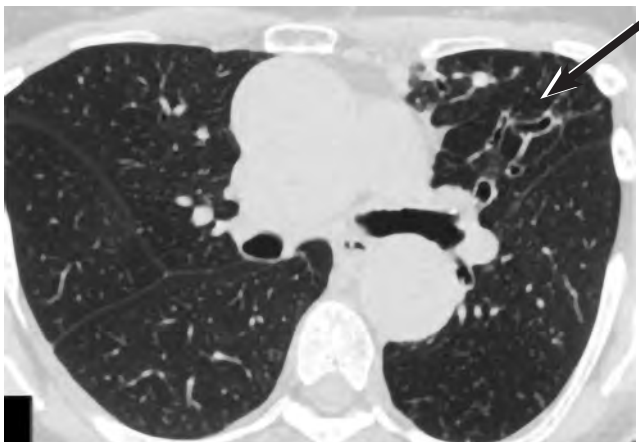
На аксиальном КТ-срезе легких (легочное окно) определяются цилиндрические бронхоэктазы (стрелка) в язычковых сегментах левого легкого с немногочисленными очагами вокруг [12]
